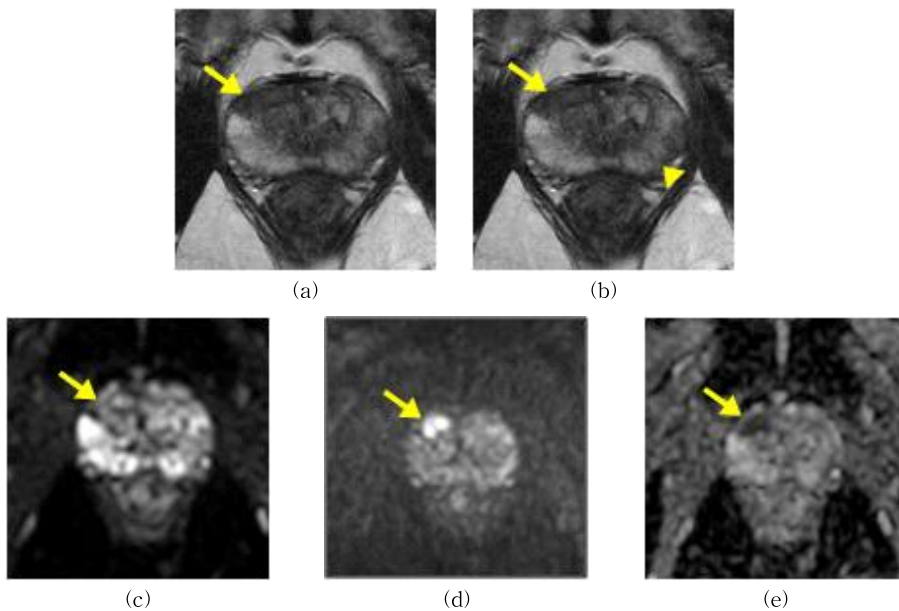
Characteristics of multi-parametric prostate MR imaging: (a) T2wMR, (b) T2wMR with bleeding, (c) DWI (b-value=0), (d) DWI (b-value=1000), (e) ADC map.
